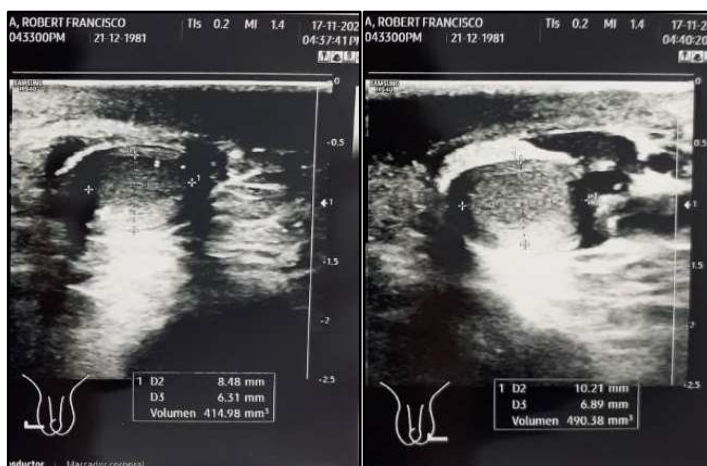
Ecografía Testicular. Volumen testicular bilateral aproximado de 4 cc y signos de microlitiasis
